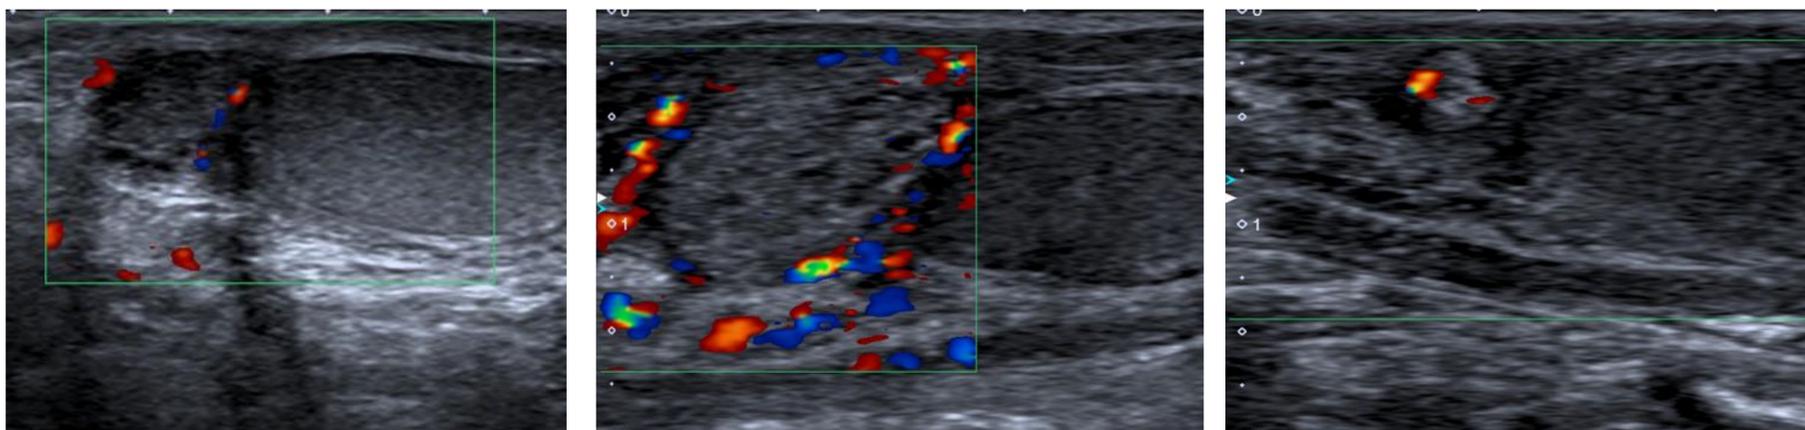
Paciente que acude con dolor testicular y febrícula. La primera ecografía es la inicial, que no muestra hallazgos patológicos significativos. A los siete días (segunda imagen) el paciente acude por persistencia de los síntomas y en la ecografía se observa una imagen nodular en la cabeza del epidídimo, heterogénea, de predominio hiperecogénico con áreas anecoicas, avascular y con aumento de la señal Doppler alrededor y en las estructuras adyacentes, compatible con absceso epididimario. La tercera imagen corresponde al control realizado pasado 1 mes del tratamiento antibiótico y antiinflamatorio, donde se observa la resolución del absceso y la presencia incidental de una imagen nodular hiperecogénica extratesticular adyacente al polo superior del testículo derecho, con señal Doppler en su interior, sugestiva de hidátide testicular.
